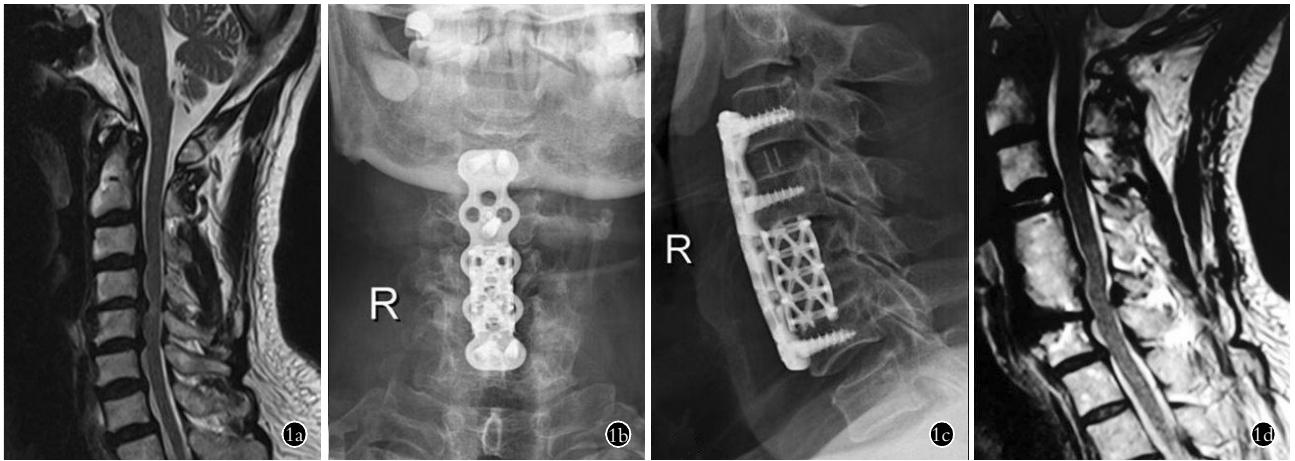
患者,男,56 岁,多节段颈椎间盘突出,行颈椎前路减压分段融合术 1a. 术前矢状位 MRI(T2 加权像)示 C_{3,4},C_{4,5},C_{5,6} 椎间盘突出 1b,1c. 术后 2 周正侧位 X 线示内固定稳妥,位置良好 1d. 术后 6 个月矢状位 MRI(T2 加权像)示良好的颈段脊髓减压
